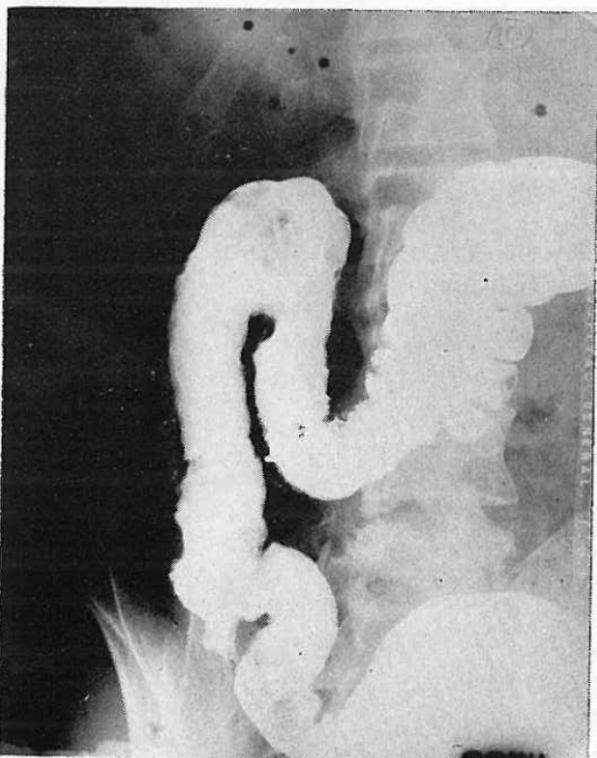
Radiografía del colon en un caso de colitis fulminante amibiana de predominio derecho. Se observa la disminución del calibre, la pérdida de haustras y el contorno irregular de la pared.
